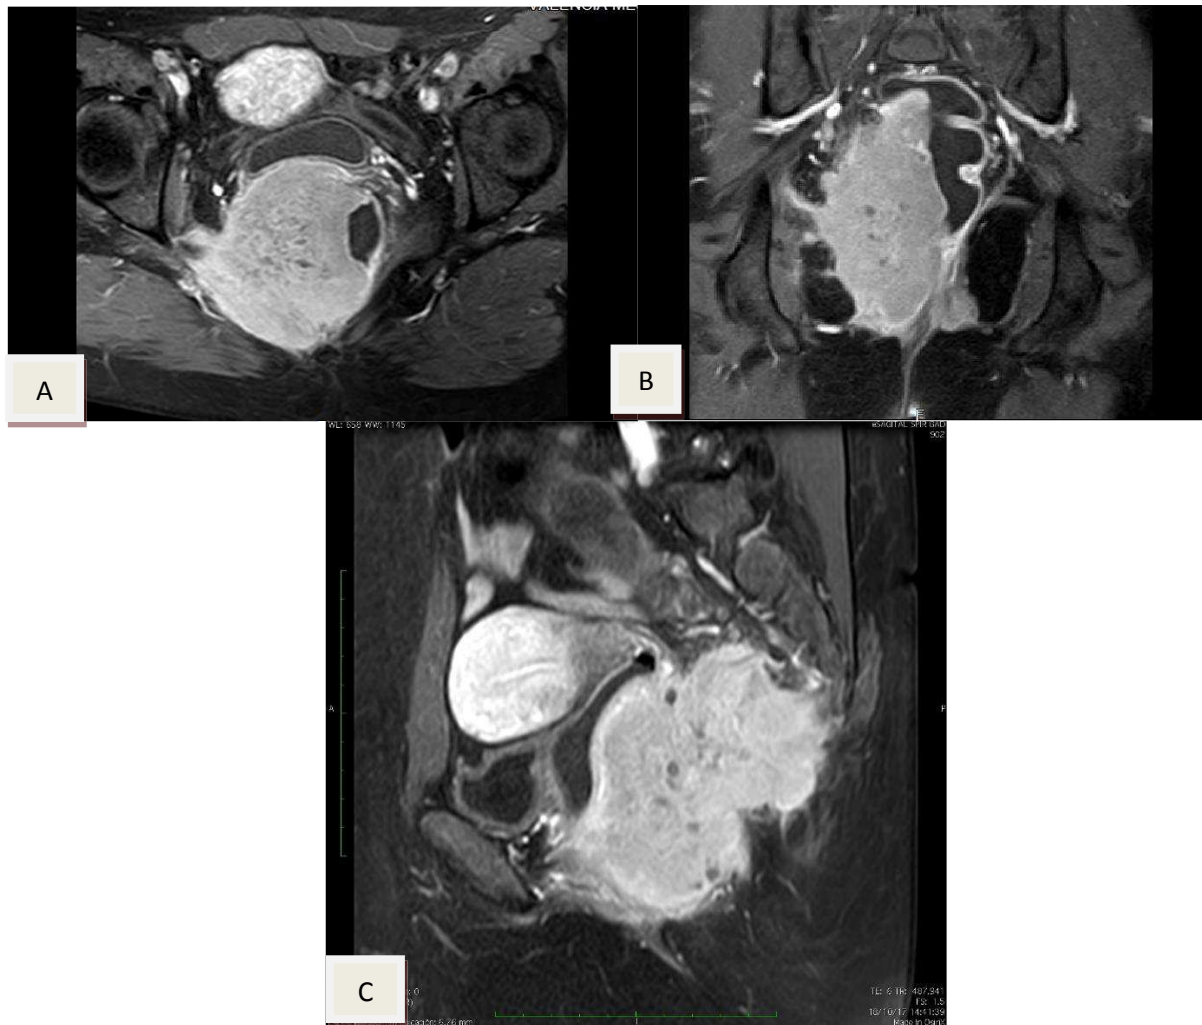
RMN de Pelvis contrastada. Se observa masa unica infiltrante heterogénea, voluminosa, hiperintensa derecha que estenosa el lumen del recto medio inferior (A, B, C) y compromete extrínsecamente los planos grasos de fosa isquiorectal, fascia y grasa mesorectales, distalmente hasta el canal anal y posteriormente hasta el plano óseo del sacro-coxis (C). A) Plano Axial GAD spir B) Corte Coronal T1 GAD spir C) Sagital Spir GAD.
